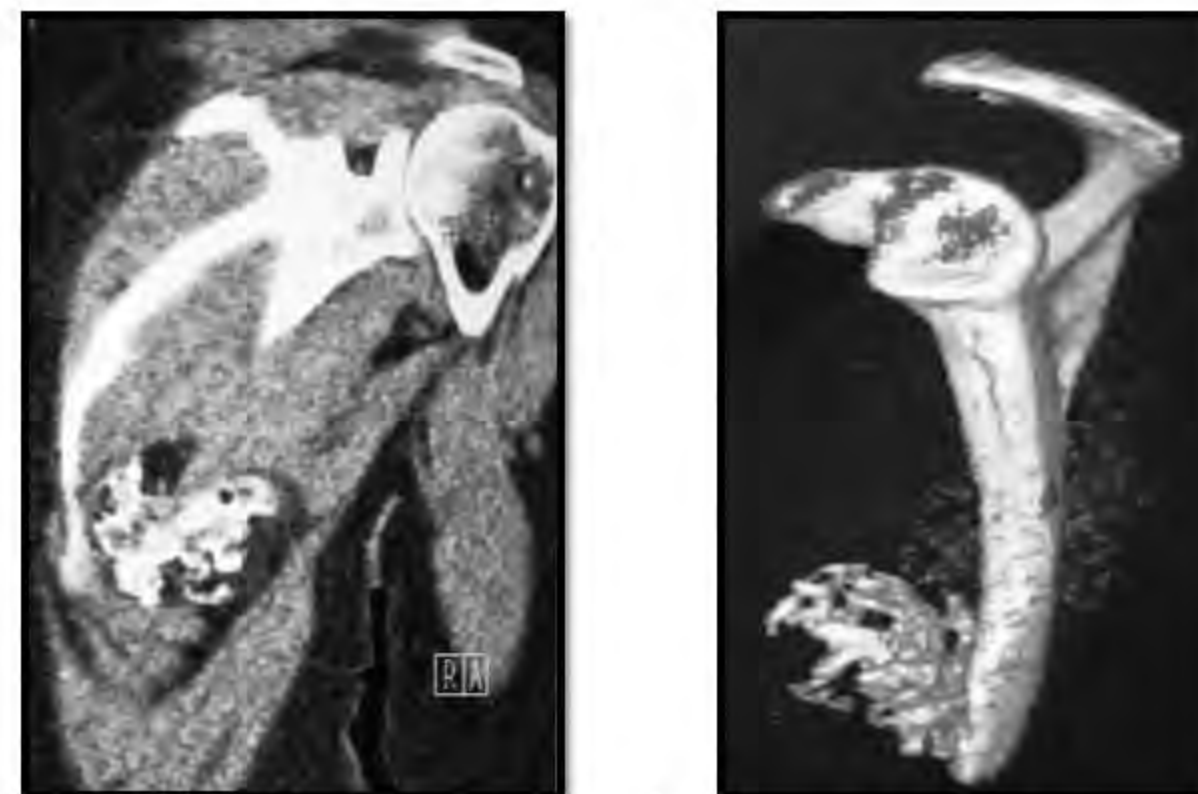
TDM de l'épaule gauche
